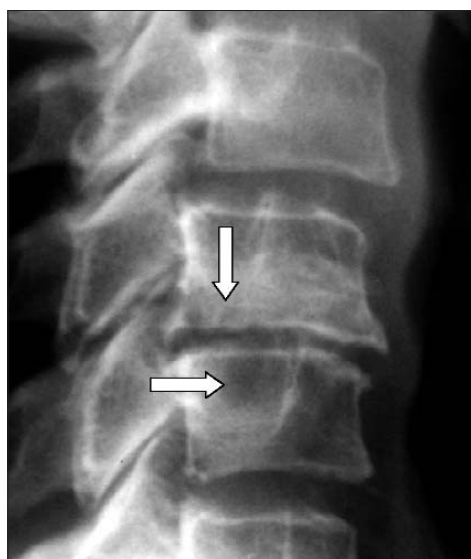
Рентгенограмма шейного отдела позвоночника в боковой проекции. Выраженный остеохондроз межпозвонкового диска C_{IV}-V, СК тела C_{IV}, Антелистез C_{III} (стрелки)
